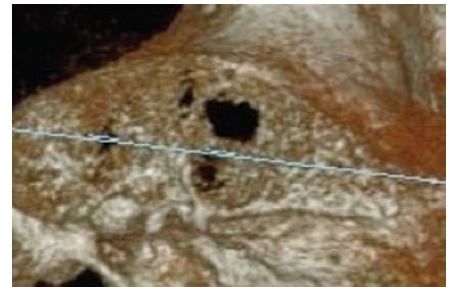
同CT 3D画像。既存骨は4～5mm程の橢円形の骨欠損が認められる。
